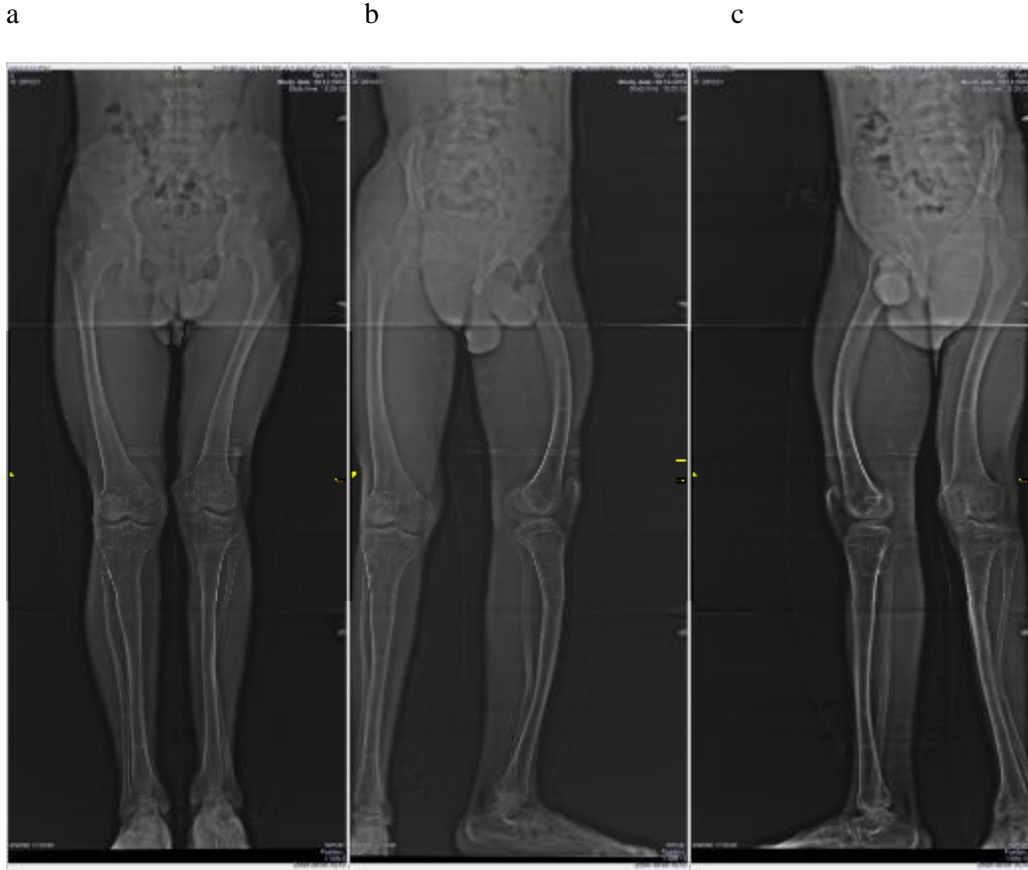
Postop 3. ay a. AP b. lateral radyografisi
